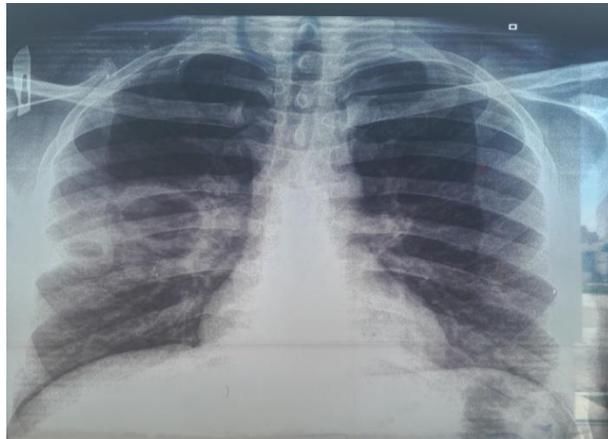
la radiographie thoracique de la tuberculose pulmonaire (Hôpitaux généraux Hakim Saadane, 2023)
